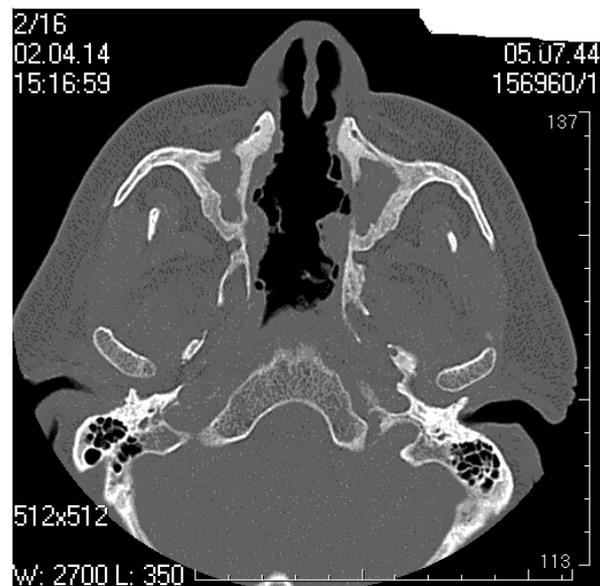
Фрагмент исследования: компьютерная томография придаточных пазух носа у пациента С., страдающего ГПА (поперечный срез).
